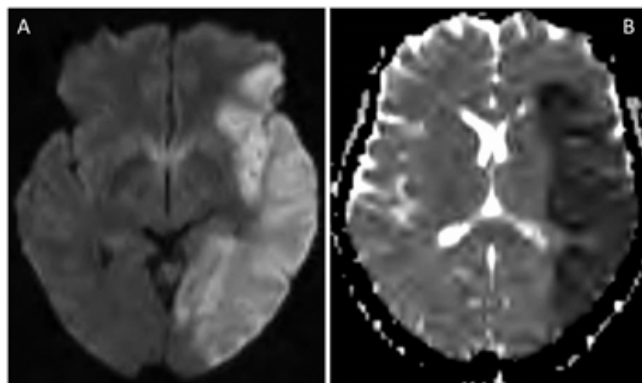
Imágenes de resonancia magnética de cerebro. En A se muestra una imagen por difusión (DWI) que presenta un área extensa de hiperintensidad (área blanca) del hemisferio cerebral izquierdo con su correspondiente mapa de coeficiente aparente de difusión (ADC) área hipointensa visto en B.
